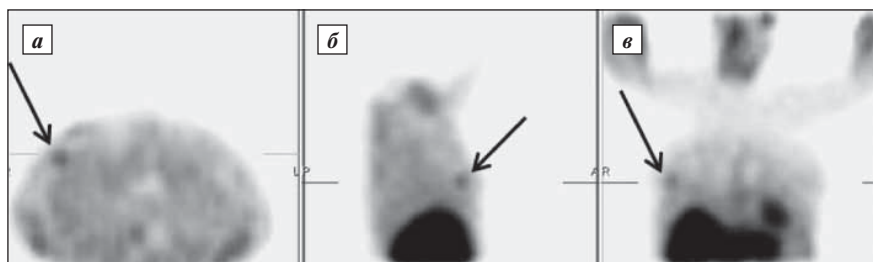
Маммосцинтиграфия с ^{99m}Tc -МИБИ у пациентки с фиброаденомой правой МЖ: а – аксиальный срез, б – сагиттальный, в – коронарный (здесь и на последующих рисунках)
